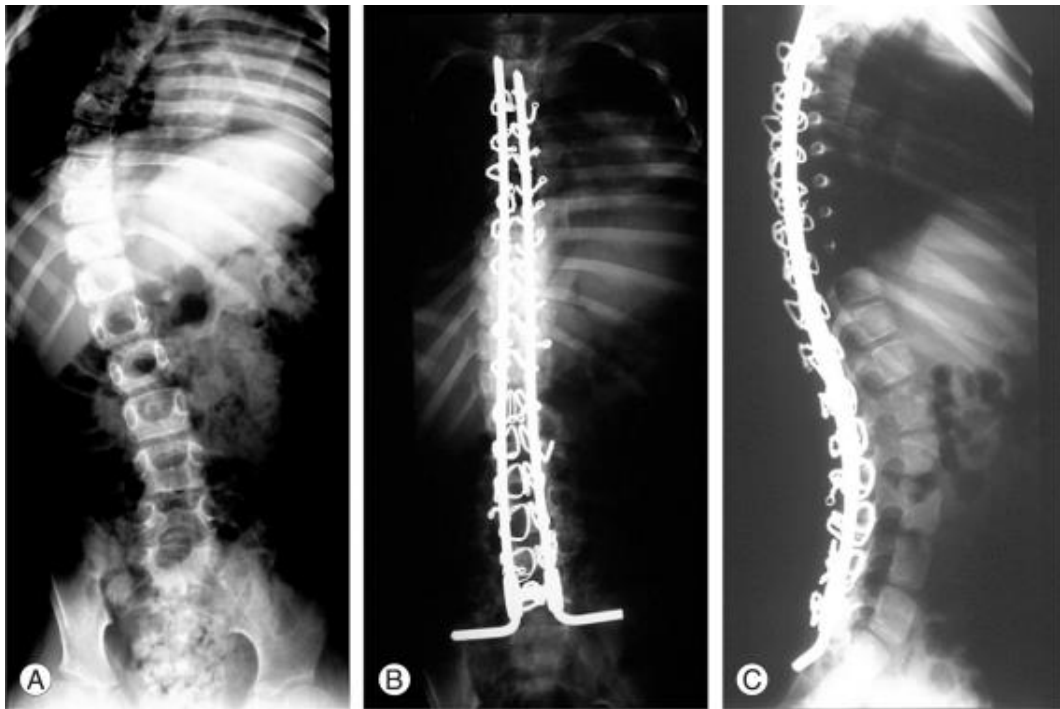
Radiographies pré et post-opératoire du montage selon Luqué
